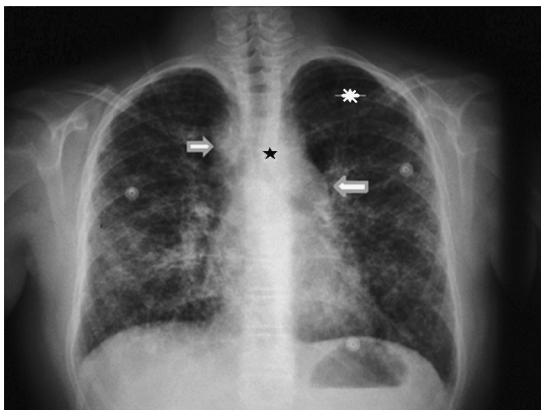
Telerradiografía de tórax: Se observa en tejido óseo área de discontinuidad en clavícula izquierda, (arterisco) mediastino presenta ensanchamiento mediastinal [sugere de adenomegalias mediastinales (flechas), y que producen desviación de la tráquea a la derecha (estrella). Parénquima pulmonar con patrón que incrementa la densidad pulmonar y que se caracteriza por micronódulos y vidrio esmerilado bilateral, diseminado a diversos segmentos pulmonares.
